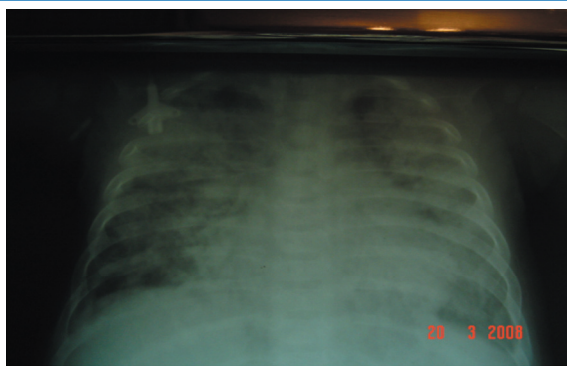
Рентгенограмма грудной клетки ребенка Ч. (прямая проекция) от 24.01.08 г.: двусторонние затемнения в легких.
